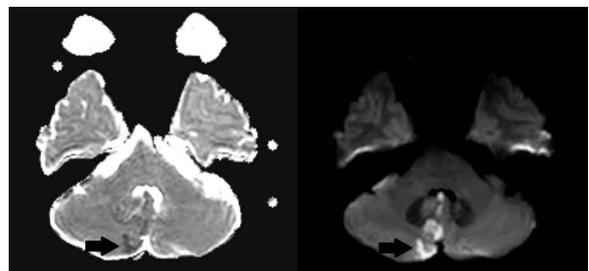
Brain MRI ADC (left) and DWI (right) scan of magnetic resonance image (MRI).
